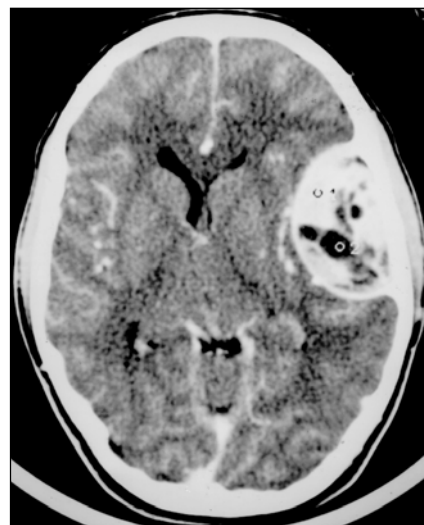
Caso 2. Tomografia computadorizada após a injeção endovenosa do meio de contraste iodado: a lesão mostra realce intenso e heterogêneo pelo meio de contraste.
